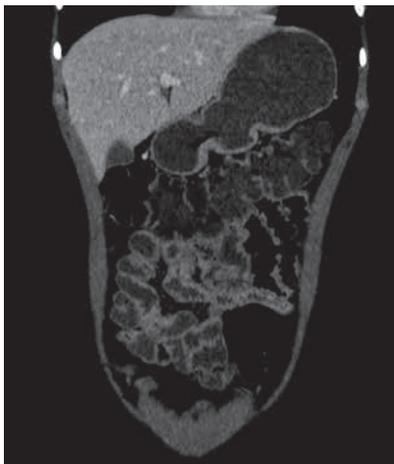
КТ-энтерография (июль 2018 г.): сегментарное поражение тонкой кишки
